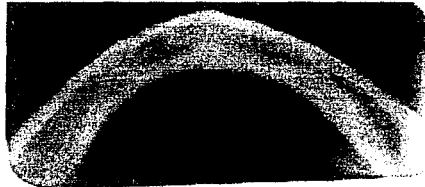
Radiografía oclusal que nos muestra el grosor óseo para la colocación de los implantes.
